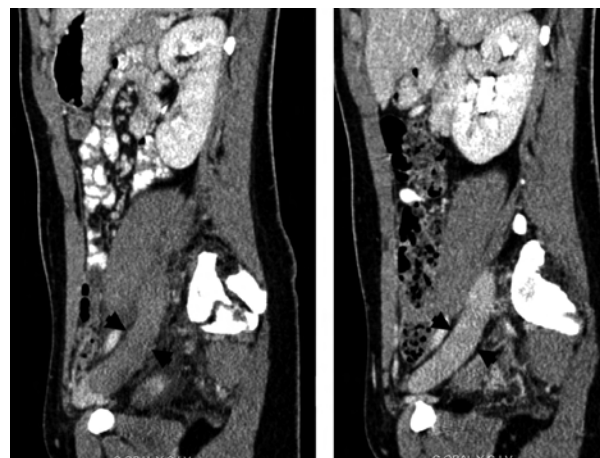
TAC abdomino pélvico con contraste i.v – Cortes sagitales. Imagen izquierda, vena ilíaca izquierda aumentada de calibre con trombo en su interior (flecha negra). Imagen derecha, vena ilíaca derecha permeable (flecha negra).
